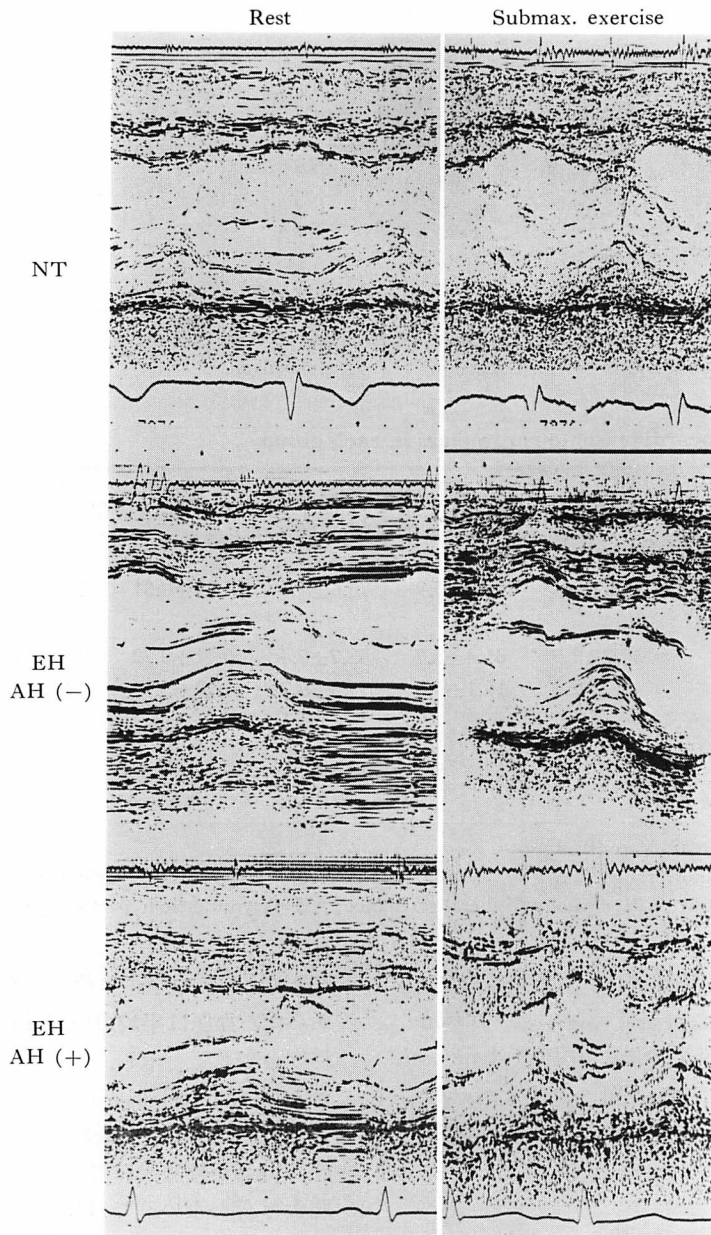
Echocardiograms at rest and during exercise.
